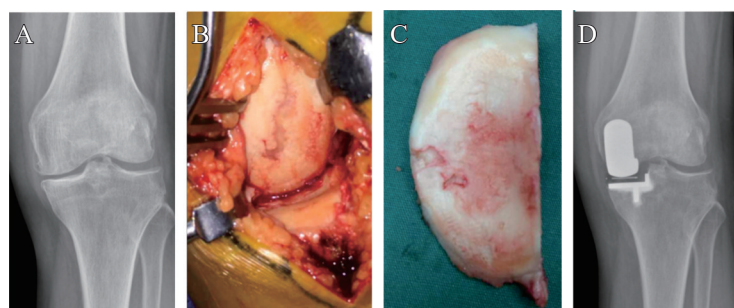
A. 术前内翻应力位, 非骨对骨接触; B. 术中示股骨髁小范围磨损; C. 胫骨平台变薄, 中部内侧小溃疡样软骨缺损; D. 术后1个月X线片无软骨下骨裸露。
